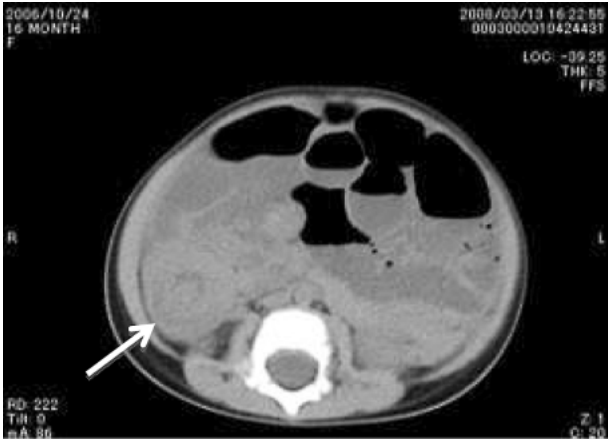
腸重積 16ヶ月女児 単純CT:小腸には内腔の過剰な液体貯留像、液面形成を伴う異常拡張像を認める。右下腹部には同心円状の target sign が認められる。
